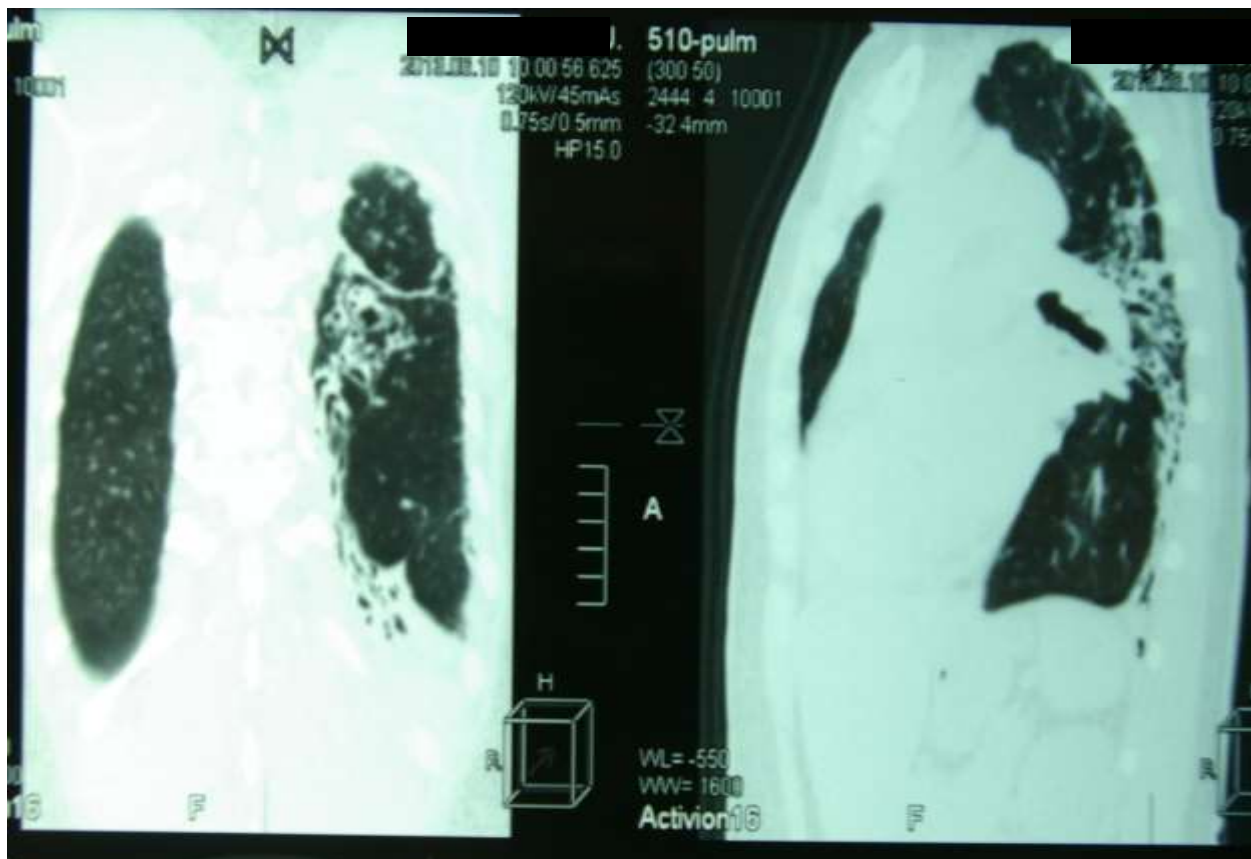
Компьютерные томограммы грудной клетки больной Г. до операции, в левом легком фиброзные изменения, мелкие каверны и бронхоэктазы
